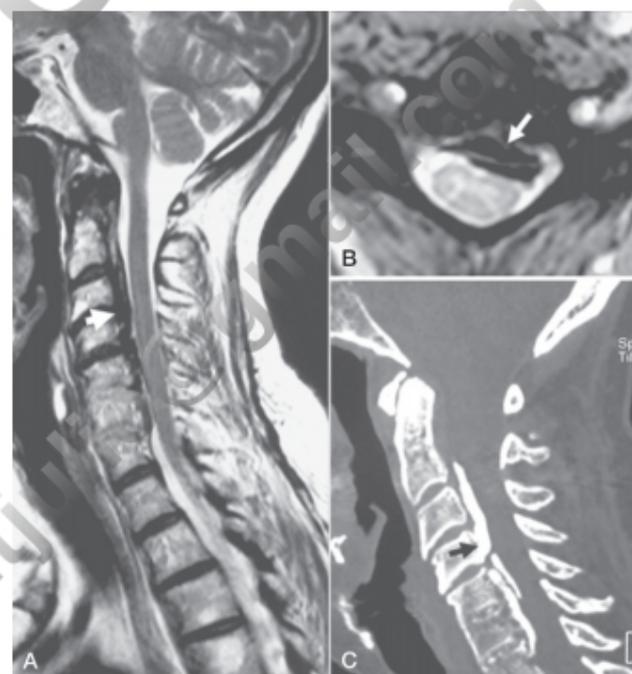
Calcificación del ligamento común posterior. A y B. En la RM se presenta con una intensa hiposeñal que ocupa la parte anterior del canal raquídeo y desplaza la médula. C. En la TC se aprecia la lesión calcificada.
